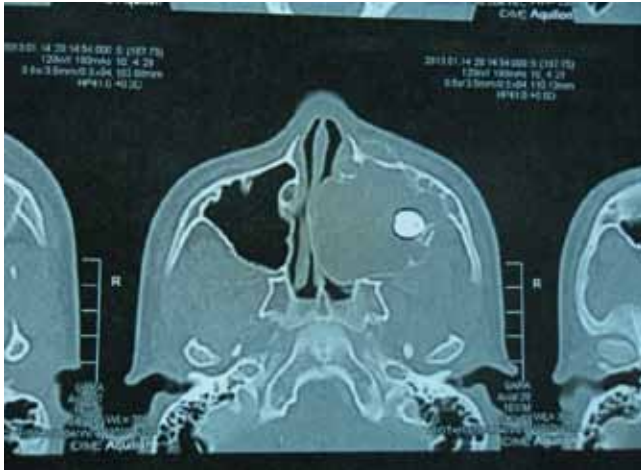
A. Tomografía computarizada, corte axial, con ocupación del seno maxilar.
